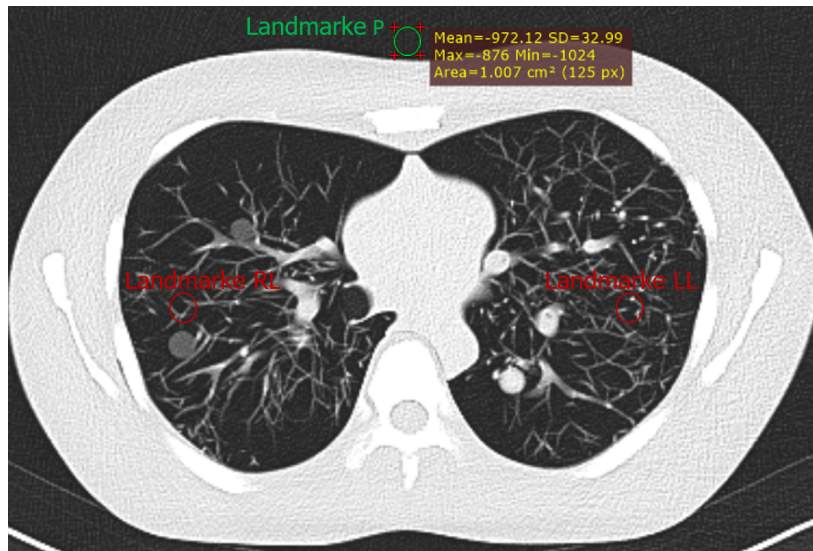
Axiales Lungman-N1-Prüfbild 29 zur Messung objektiver Bildqualitätsmaße mit: CT-Dosisprotokoll/ Kern/ Rekonstruktion/ Schichtdicke = SH/ Bl57/ FBP/ 5 mm. Dabei wurden in der Landmarke RL bzw. LL der rechten und linken Phantomlung (rot) und der Landmarke P in Luft (grün) der mittlere HU-Wert (Mean, gelb), die zugehörige Standardabweichung (SD, gelb) sowie der Pixelwert (Area (px), gelb) gemessen.
